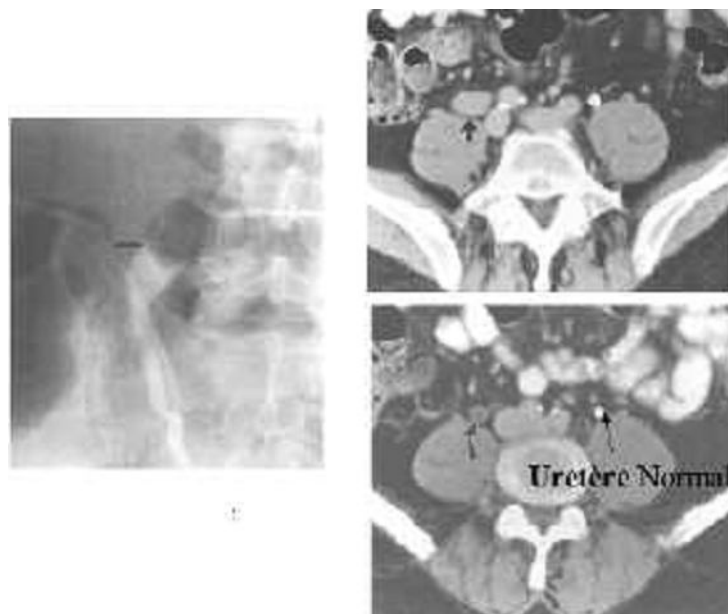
Aspect en TDM d'une tumeur de l'uretère [3]
